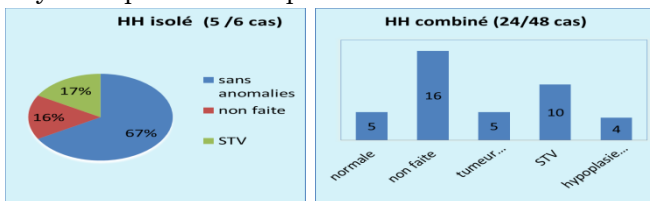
IRM hypothalamo-hypophysaire (29cas)
